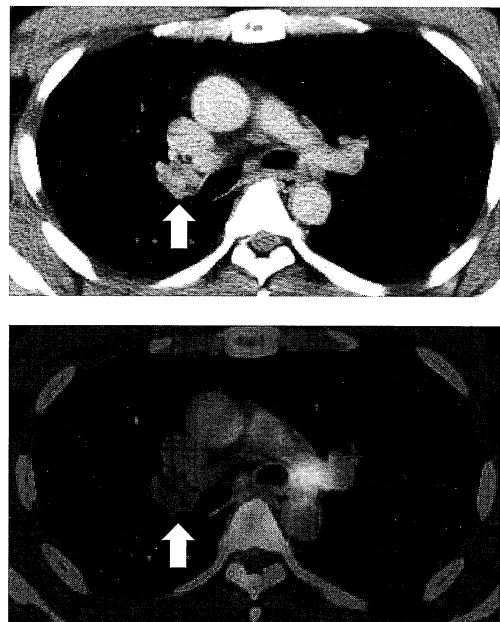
Comparison of CT image (a) and FDG-PET/CT image (b). The right hilar lymph node (arrow) was FDG-negative.
